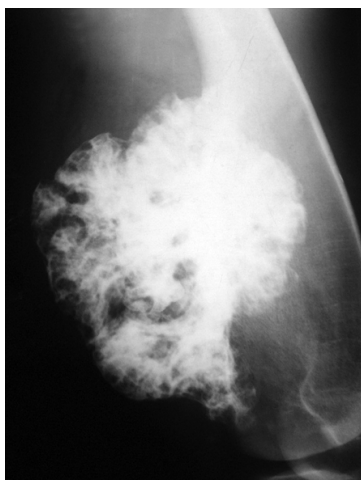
Пациент Д., 56 лет. Рентгенограмма левой бедренной кости и коленного сустава в боковой проекции. Остеохондрома нижней трети бедренной кости
